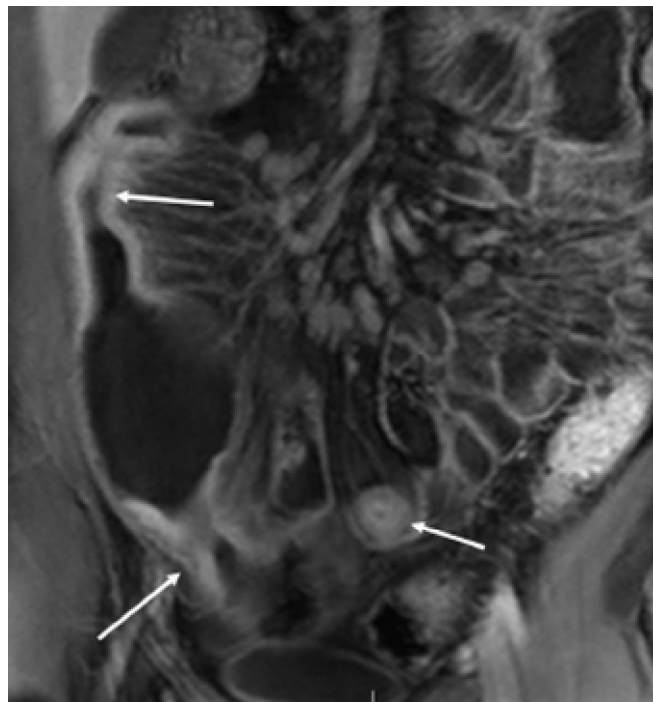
Patient de 32 ans ayant une maladie de Crohn connue. Séquence d'entéro-IRM en pondération T1 après injection de gadolinium dans le plan coronal montrant une atteinte multifocale de l'iléon avec sténoses et dilatations présténotiques entre les atteintes successives
